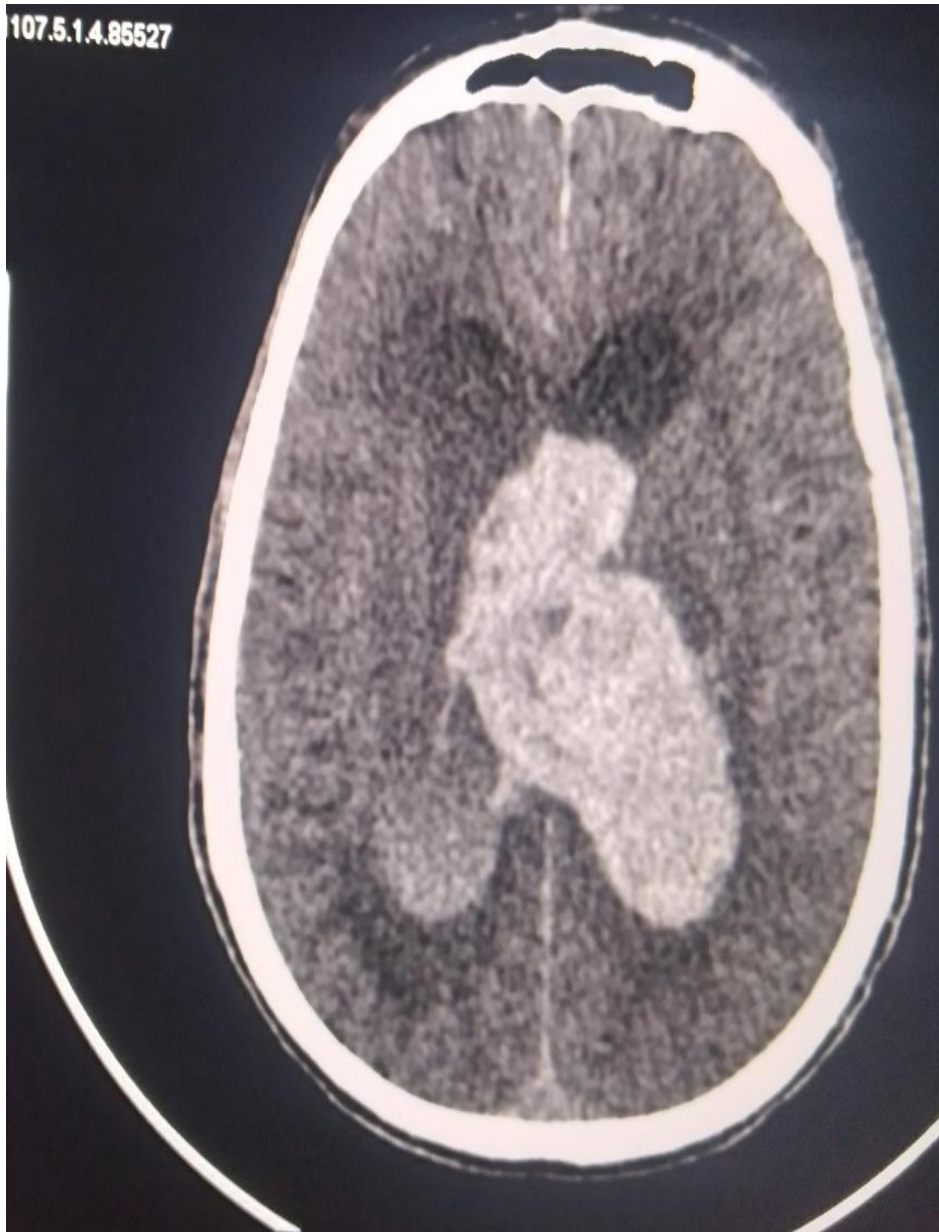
TDM cérébrale de monsieur CS, 66 ans
